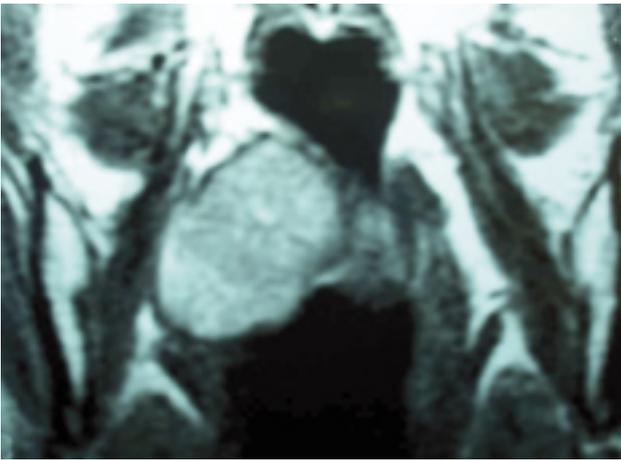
RMN, corte coronal, donde se observa el gran tamaño de la lesión.
